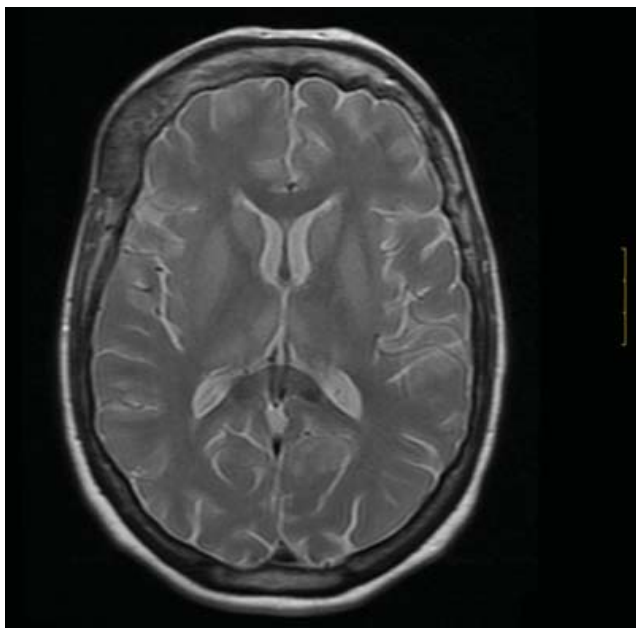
Imagen de resonancia magnética cerebral en plano axial de paciente con Encefalopatía de Wernicke.
